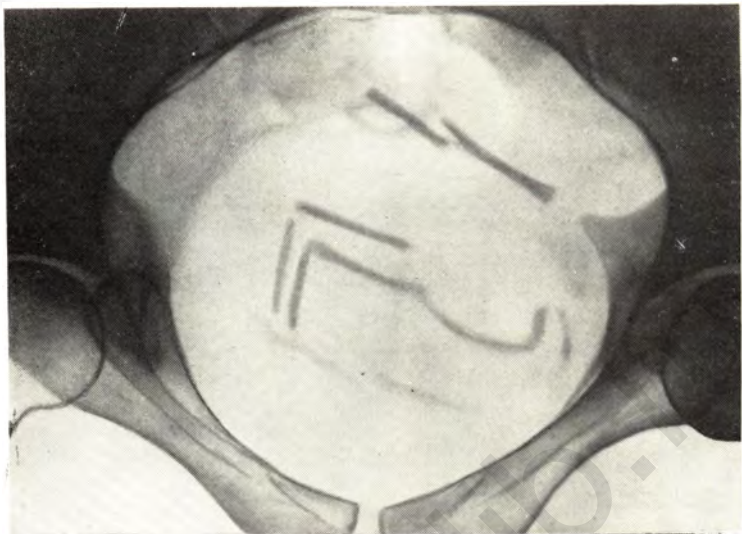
Рентгенограмма входа в таз. Обширный таз.
